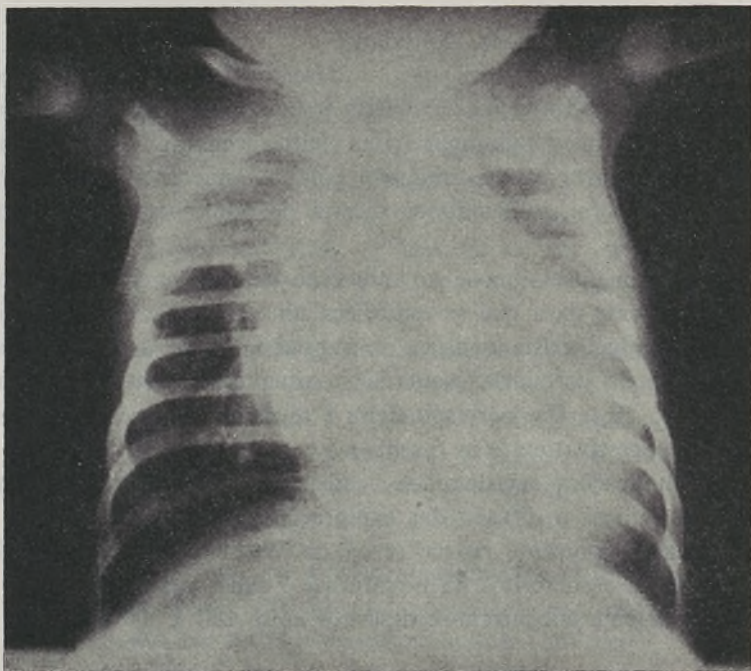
Teleradiografia do torax — Aumento da silhueta cardíaca.
